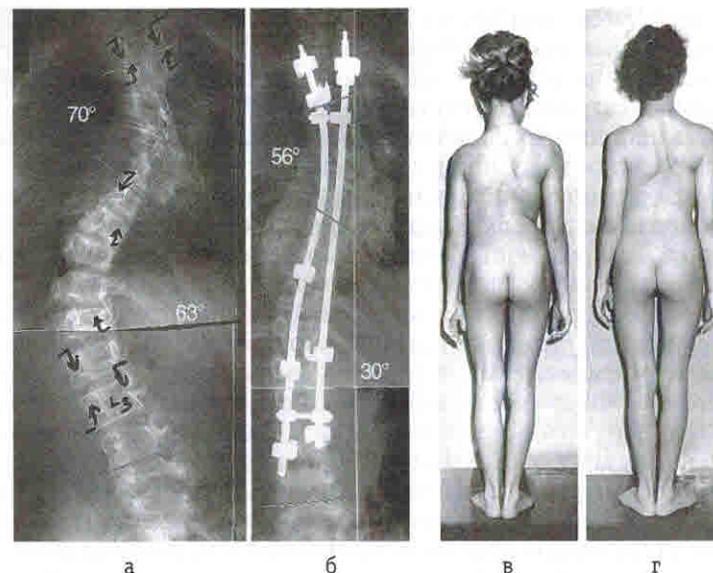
Врожденный грудной сколиоз на почве множественных аномалий развития позвонков и ребер у 12-летней пациентки. Проведено двухэтапное вмешательство с использованием инструментария *Cotrel-Dubousset*. Рентгенограммы и внешний вид больной до (а, в) и после (б, г) вмешательства
